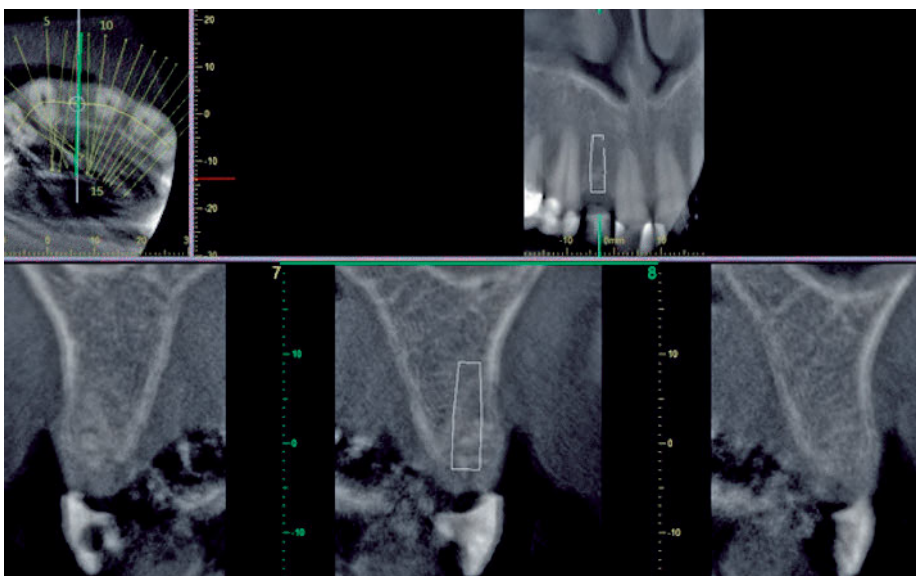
Das Planungs-DVT mit Röntgenschablone zeigt ein suffizientes Knochenangebot für eine Implantation nach primär prothetischer Ausrichtung.
